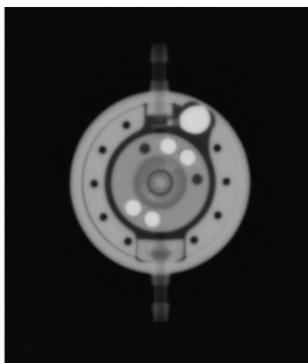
Radiografía (unidad gravitacional ajustada a 20 cmH₂O; unidad de presión diferencial: 5 cmH₂O)
